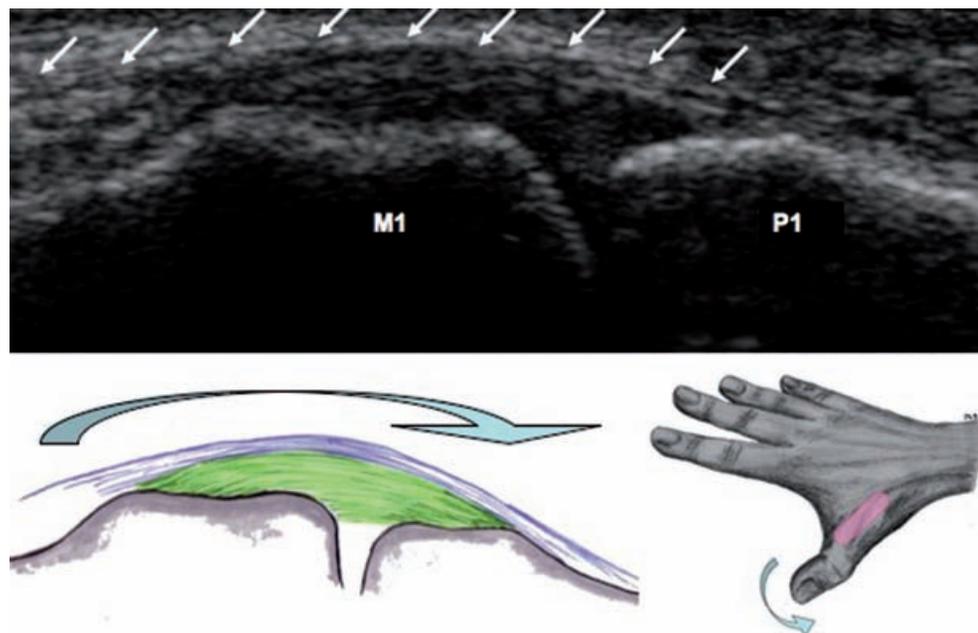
Coupe longitudinale échographique. Le LCU est tendu du métacarpien (M1) à la base phalangienne (P1). Il est recouvert à sa face superficielle par l'EAA (flèches blanches). Lors de la flexion-extension de l'interligne interphalangien (petite flèche pleine), l'EAA glisse sur le ligament (grande flèche pleine).
